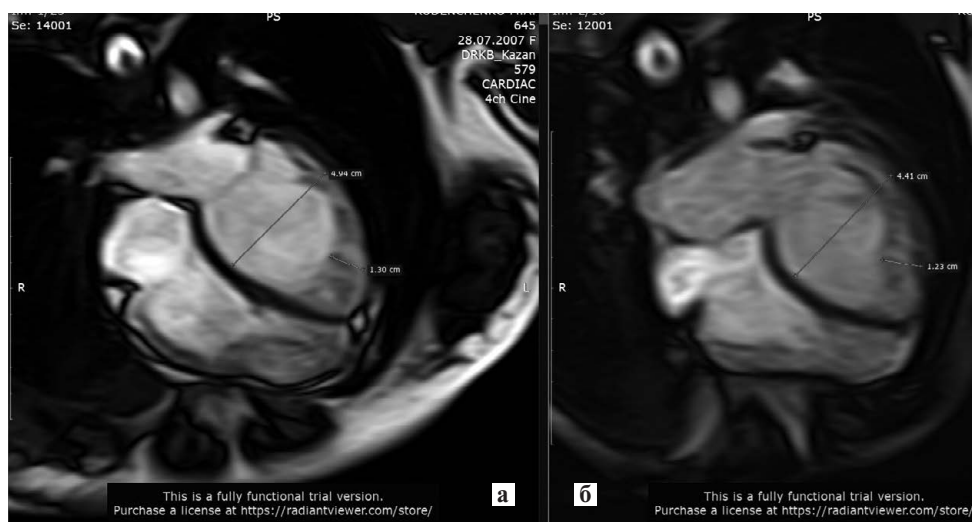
МРТ сердца: а – девочка М., 13 лет; б – девочка Е., 7 лет.
